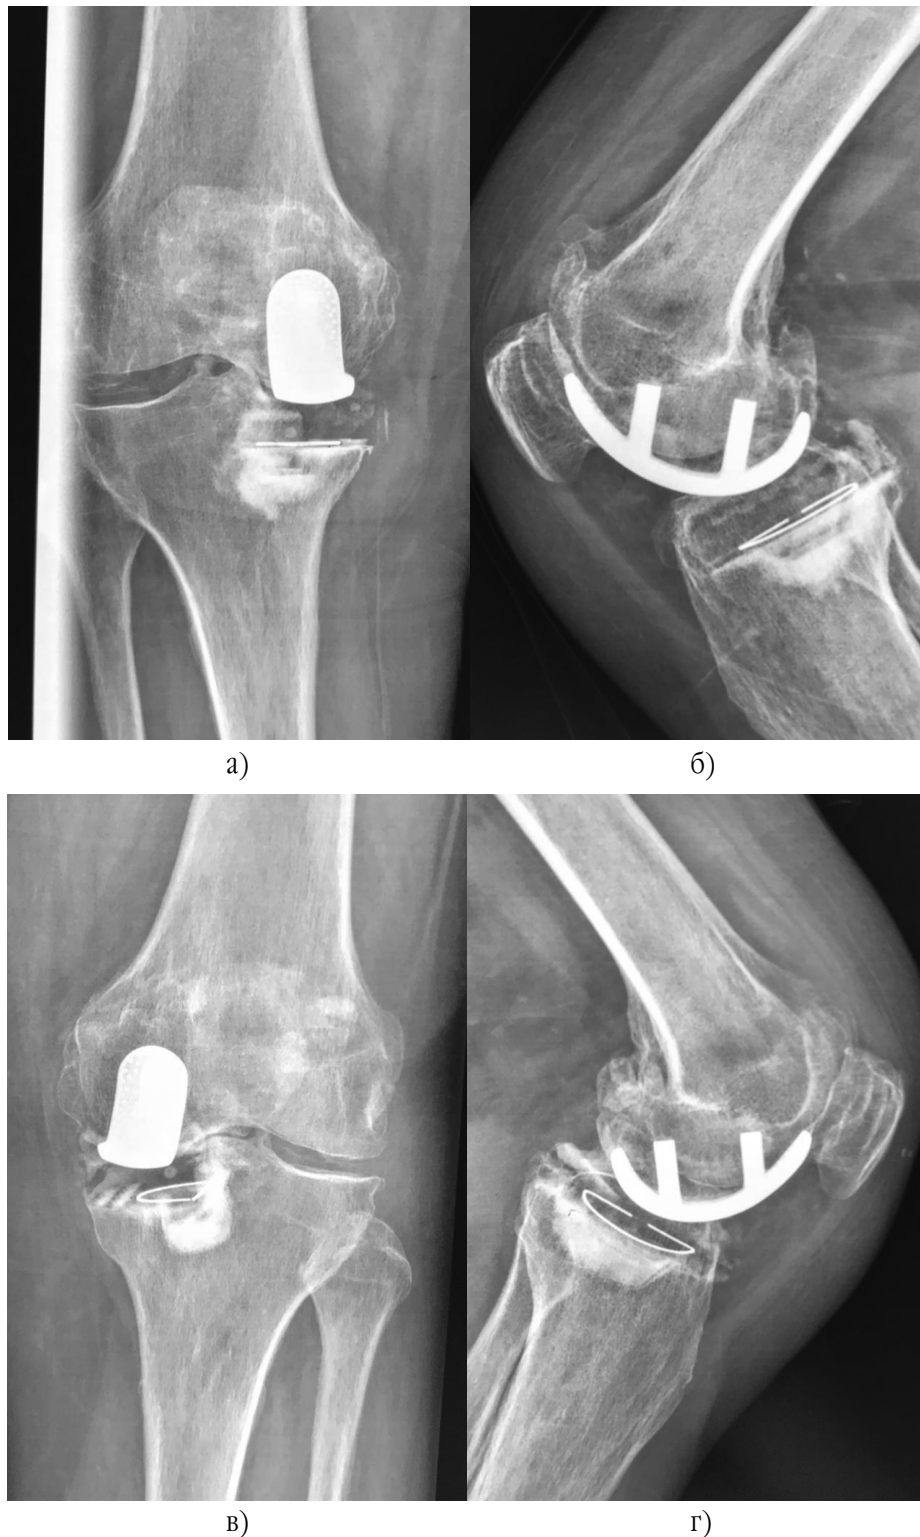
Рентгенограма колінних суглобів хворої О., 78 років. Діагноз: нестабільність тібіального компонента ендопротеза лівого колінного суглоба. Одночасне моноконділярне ендопротезування обох колінних суглобів 10 років тому. Скарги на постійний біль у лівому колінному суглобі, порушення його функції протягом 3 місяців після вимушеної довготривалої ходьби. а, б) правий колінний суглоб. Збережене просторове розташування компонентів ендопротеза, помірний остеосклероз стегнової кістки під феморальним компонентом ендопротеза, ознаки остеосклерозу під тібіальним компонентом. Рентгенологічні ознаки нестабільності відсутні. в, г) лівий колінний суглоб. Відсутність підпротезного склерозу, зміщення тібіального компонента в дистальному (протрузія) та латеральному (нахил) напрямках, нівелювання запрограмованого кута відхилення гомілки. Рентгенологічні ознаки нестабільності тібіального компонента ендопротеза
